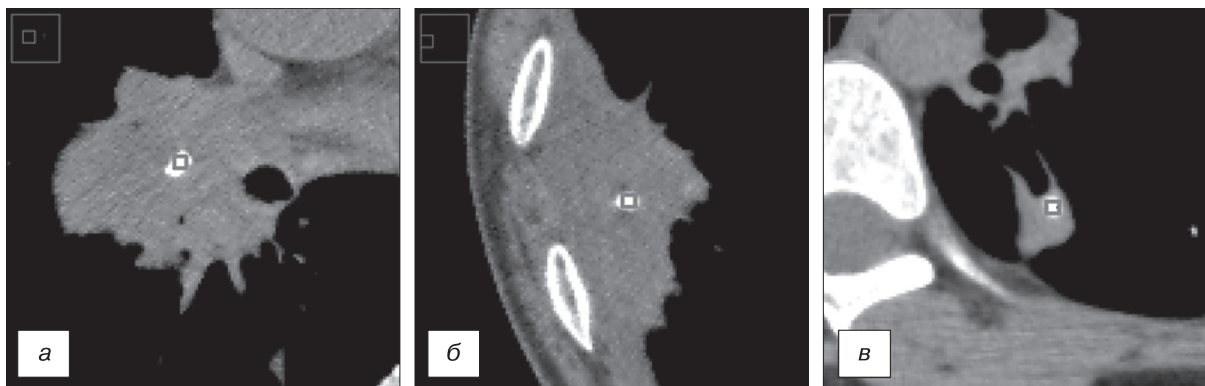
Проведение прямой выборки в выделенных зонах интереса значений пикселей. Компьютерные томограммы органов грудной клетки. *a*– КТ больного, 69 лет; рак внутреннего сегмента средней доли правого легкого; *б* – КТ больной, 65 лет; пневмония наружного сегмента нижней доли правого легкого; *в* – КТ больного, 16 лет; инфильтративный туберкулез верхушечного сегмента нижней доли левого легкого.
